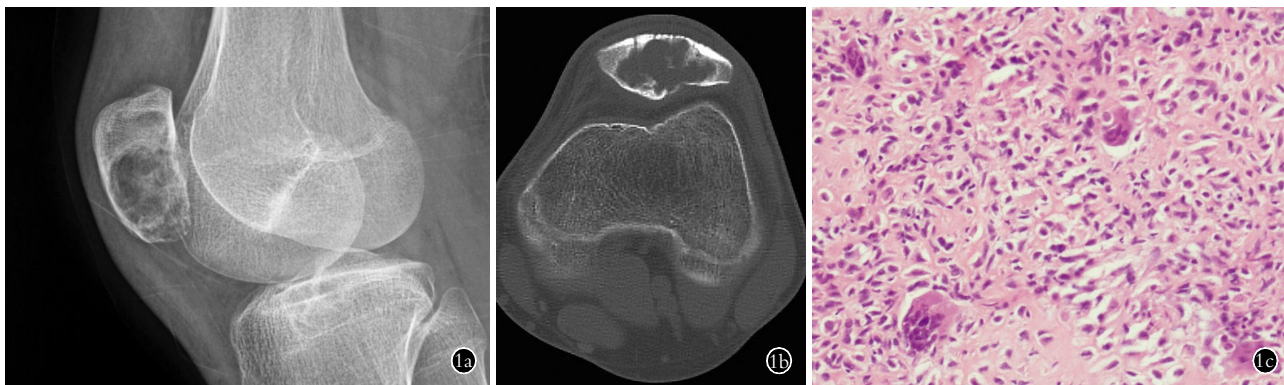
患者, 男, 17 岁, 右髌骨软骨母细胞瘤 1a. 右膝关节侧位 X 线片示右髌骨内溶骨性病灶 1b. 右膝关节 CT 示右髌骨内一小叶性溶骨性病灶, 边界清晰, 可见薄的硬化缘和钙化 1c. 肿瘤组织由软骨母细胞、破骨细胞样巨细胞和嗜酸性的软骨基质组成(HE×40)
